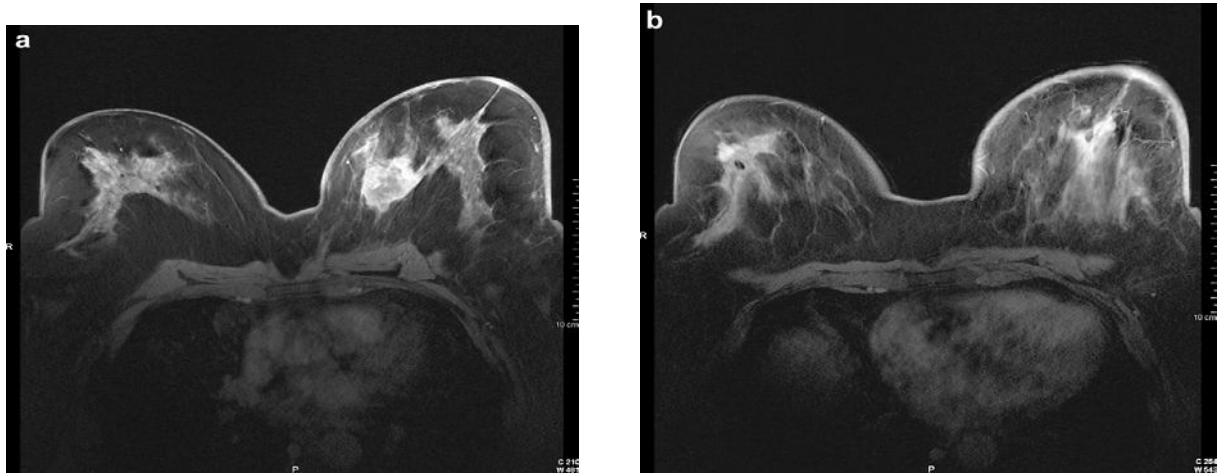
Bilan IRM avant chimiothérapie néoadjuvante (cancer canalaire infiltrant grade III du sein gauche). a. IRM (série dynamique, plan axial, trois minutes après injection de produit de contraste) : masse des quadrants internes du sein gauche typiquement maligne. b. Sein droit : rehaussement précoce hétérogène, de contour irrégulier (quadrants externes, tiers moyen du sein). L'échographie ciblée retrouve un nodule hypoéchogène de contour irrégulier de 8 mm. Cytologie : adénocarcinome.
